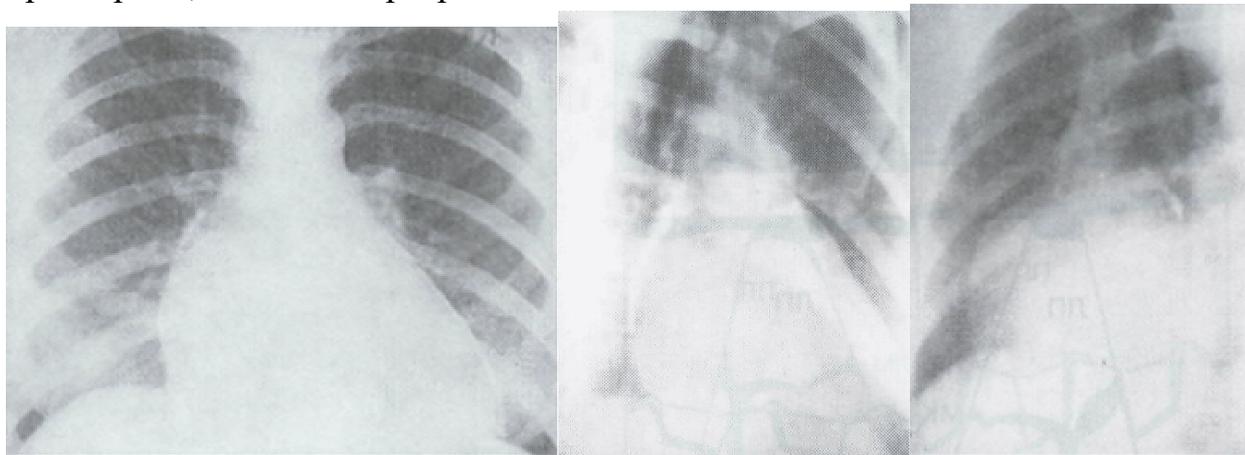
№1 Рентгенограмма больной с МН. В прямой проекции (вверху): сердце расширено в поперечнике на уровне четвертой дуги (увеличенный левый желудочек), увеличенное левое предсердие визуализируется на правом контуре сердца с низкорасположенным «перекрестом», легочный рисунок изменен мало (несмотря на выраженные изменения формы и размеров сердца). В правой косой проекции: контрастированный пищевод отклонен кзади по дуге большого радиуса (9 см). В левой передней косой проекции: увеличенное левое предсердие (задневерхний контур сердца расширен кзади и вверх), увеличенный левый желудочек (задненижний контур сердца проецируется на контур позвоночника), дуга левого желудочка удлинена.
